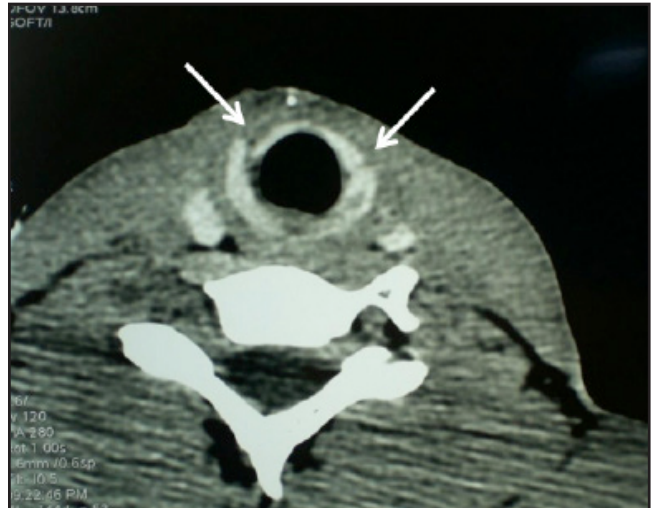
TDM cervicale en coupe axiale: Fracture double de l'arc antérieur du cartilage cricoïde (flèches)
